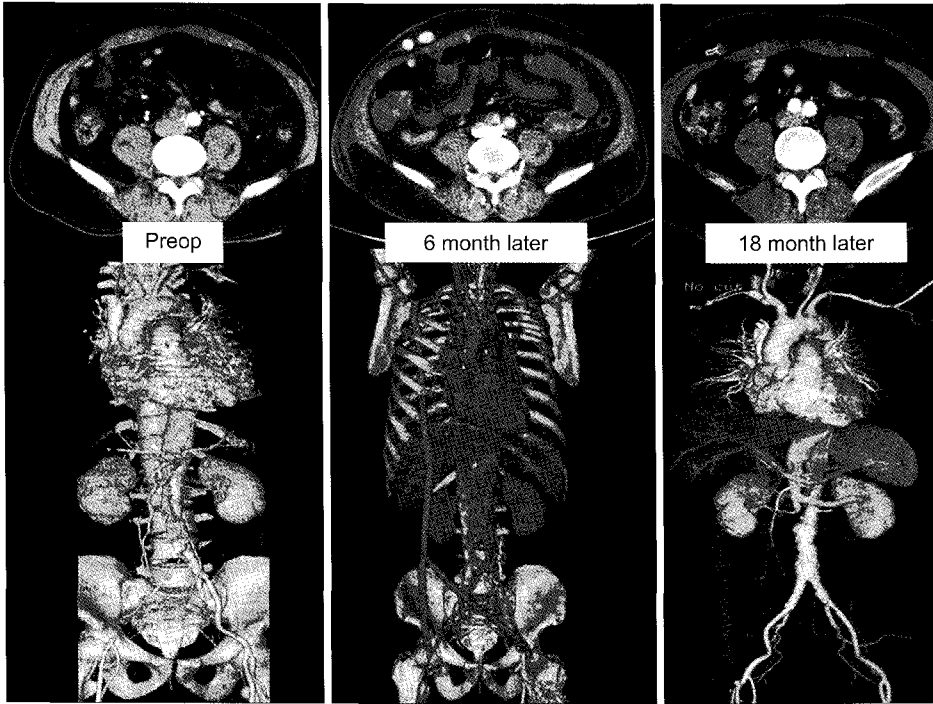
Serial CT angiography and 3-D reconstruction of case 1. Artificial graft was patent at 6months after operation, but both iliac artery was recanalized with good patency and graft occlusion at 18 months later.
